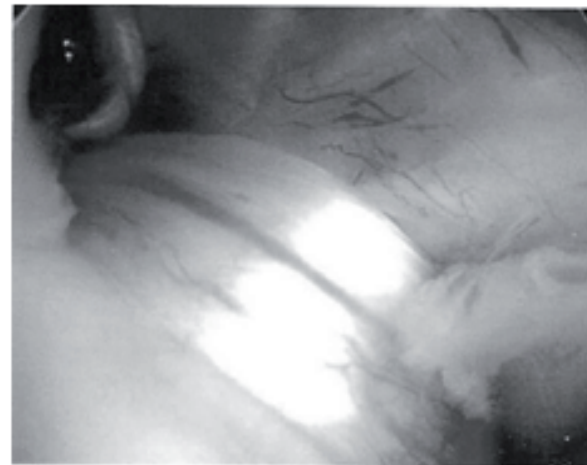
ASPECT ARTHROSCOPIQUE D'UNE TÉNOSYNOVITE DE LA GAINÉ DE LA LONGUE PORTION DU BICEPS DANS LA GOUTTIÈRE BICIPITALE
